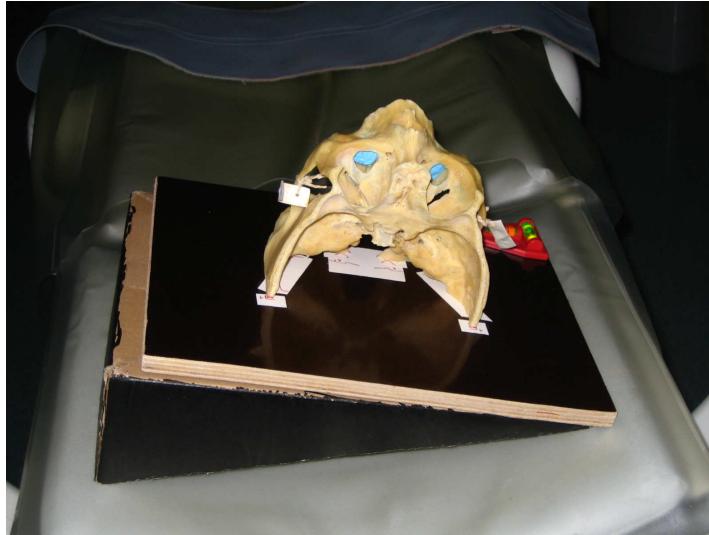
Lage eines Präparates im CT: Zu sehen sind der Keil, der die Kippung simulieren soll, und bereits augmentiertes Material (blau) in beiden Kieferhöhlen.
